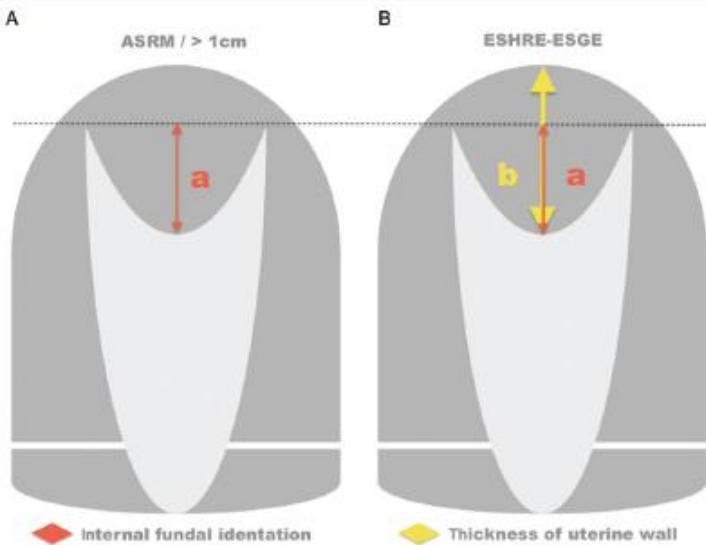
3D sonografija uterinih anomalija, preuzeto iz Ludwin i sar 2014.
